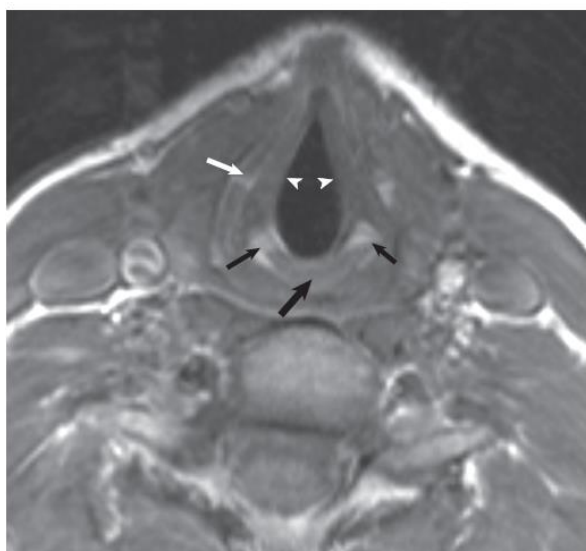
Normal anatomy of the true vocal cords on magnetic resonance imaging. The true cords (white arrowheads) are of soft tissue intensity. The arytenoids (small black arrows) and thyroid lamina (white arrow) are seen as high signal intensity on this sequence because of fatty marrow. The superior portion of the cricoid is also shown (large black arrow).
